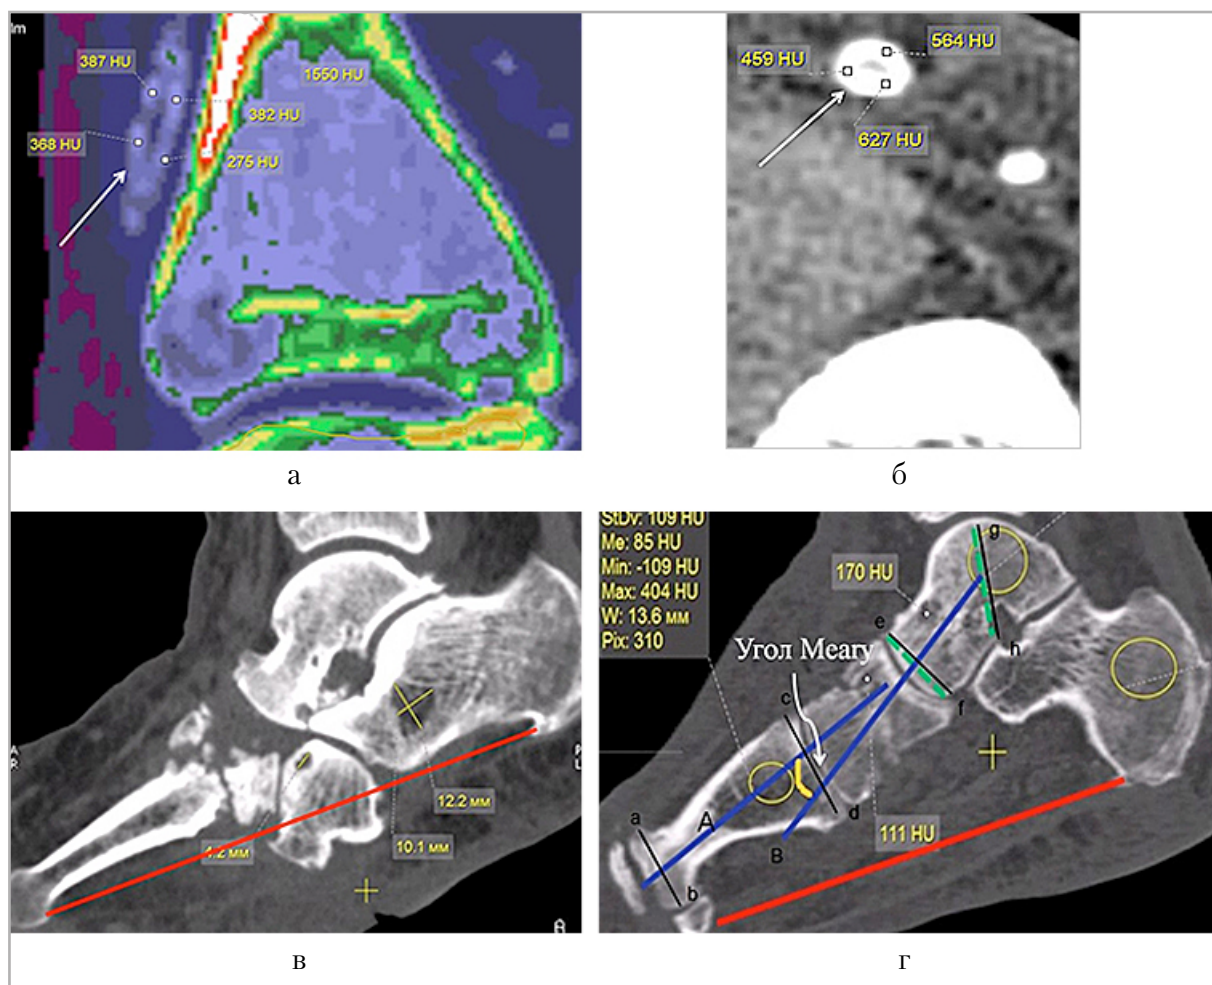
МСКТ голеностопного сустава и стопы больных ДНОАП. МРР в сагиттальной плоскости (а), аксиальный срез (б). Кальцификация сосудов (артериосклероз Менкеберга), стрелки. МРР в сагиттальной плоскости, патологическая опорная линия, коллапс костей среднего отдела (в), угол Меары, фигурная стрелка (г)
